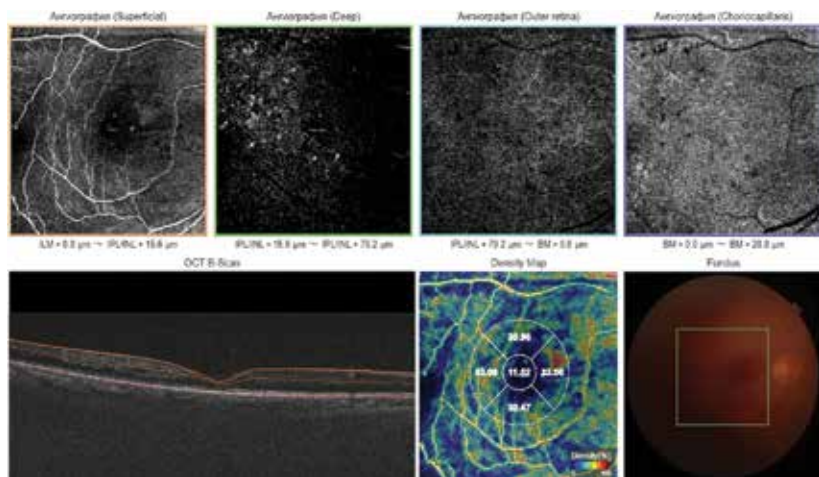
ОКТ-А правого глаза после трех интравитреальных введений афлиберцепта: частичное восстановление капиллярной перфузии, повышение плотности сосудов в ГКС и уменьшение площади ФАЗ
